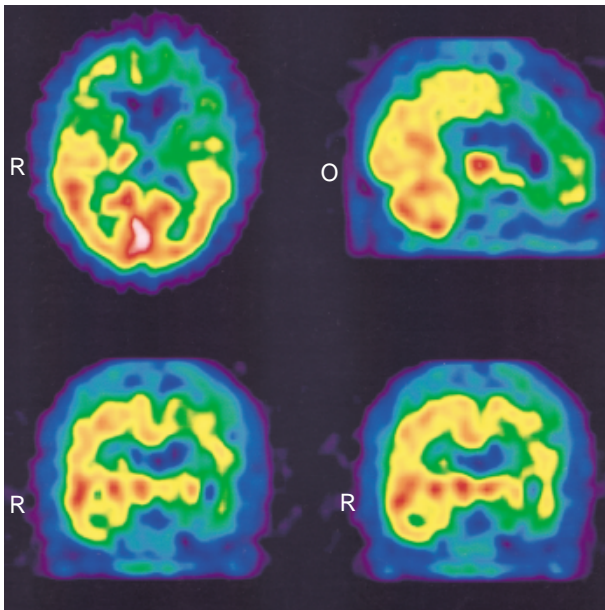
Brain SPECT using Tc-99m HMPAO reveals hypoperfusion in both frontotemporal areas, predominant on the left side.
